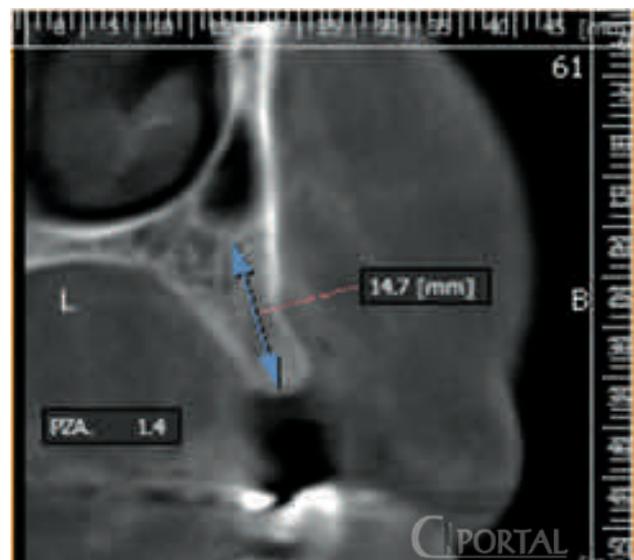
TAC, se observa una buena altura ósea.
